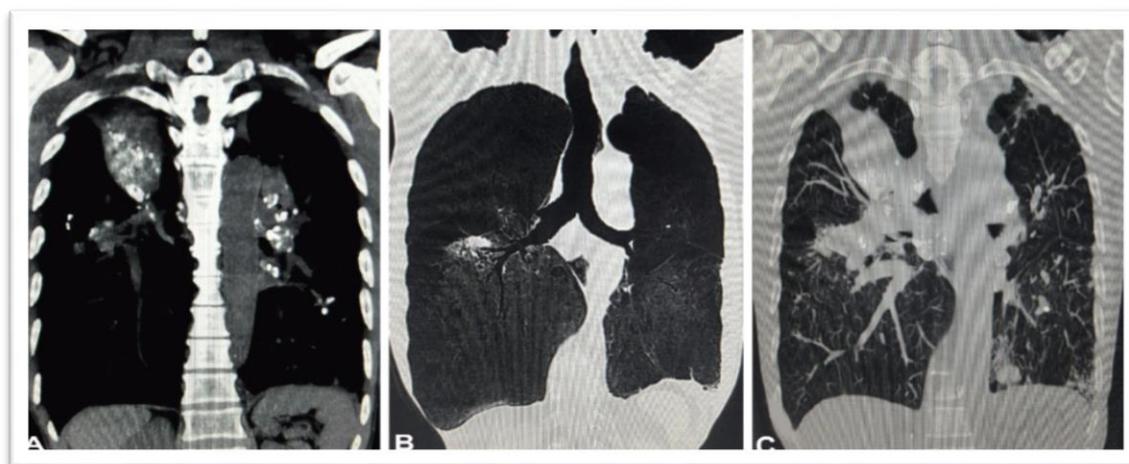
Imagem de Tomografia de Alta Resolução. (A) Imagem no plano coronal, filtro para estudo de partes moles, evidenciando nódulos com calcificações grosseiras em permeio. (B) Imagem no plano coronal, filtro para estudo do parênquima pulmonar, utilizando a ferramenta MinIP, evidenciando enfisema pulmonar. (C) Imagem no plano coronal, filtro para estudo de parênquima pulmonar, utilizando a ferramenta MIP, evidenciando áreas pulmonares com atenuação em Vidro Fosco em permeio.
